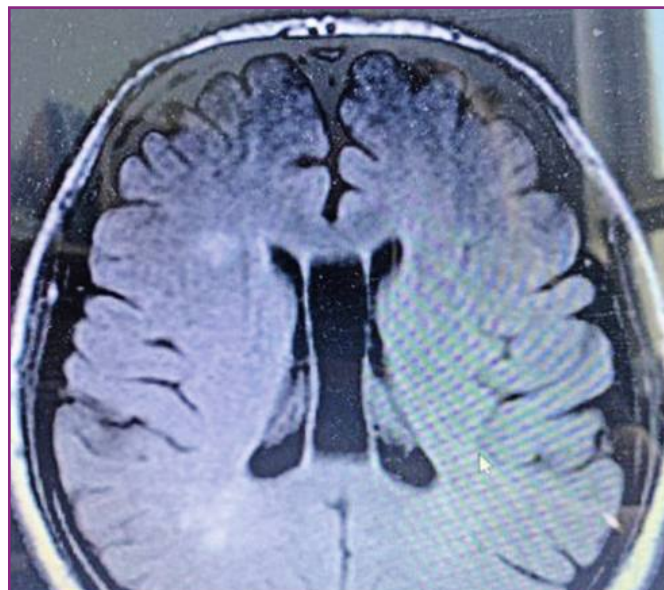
МРТ-грамма головного мозга пациента У.
